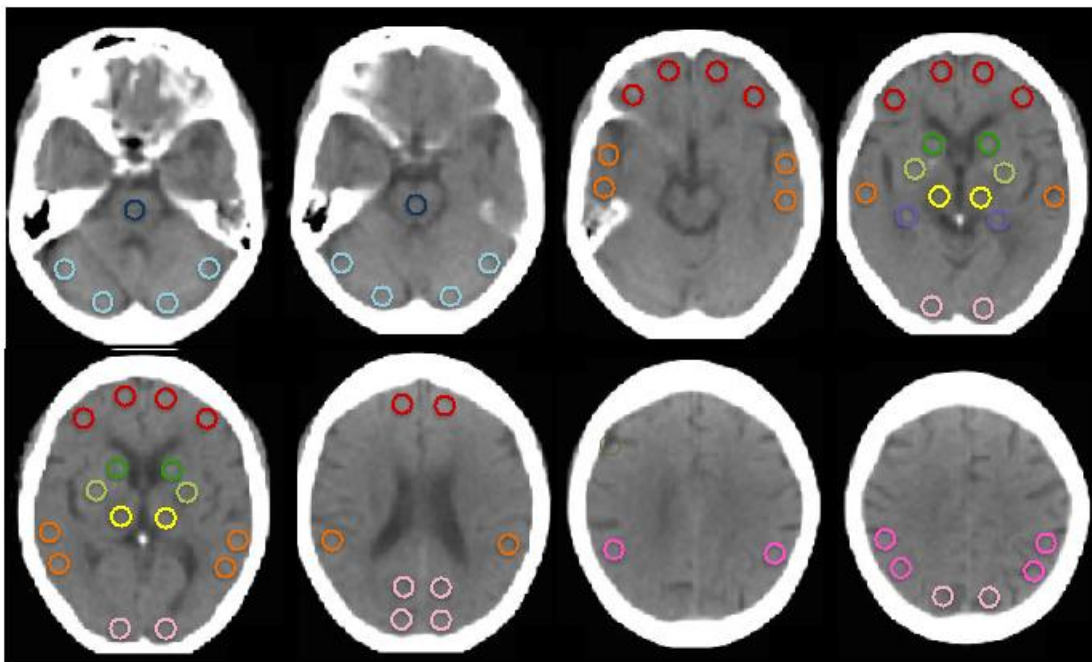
CT画像におけるregion of interest (ROI)の設定
